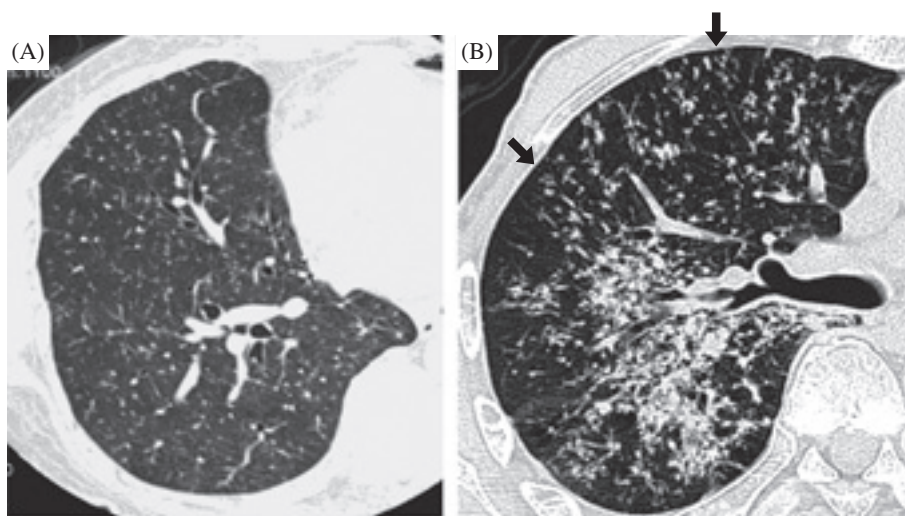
HRCT finding of disseminated tuberculosis caused by miliary spread (A) and bronchogenic spread (B).
